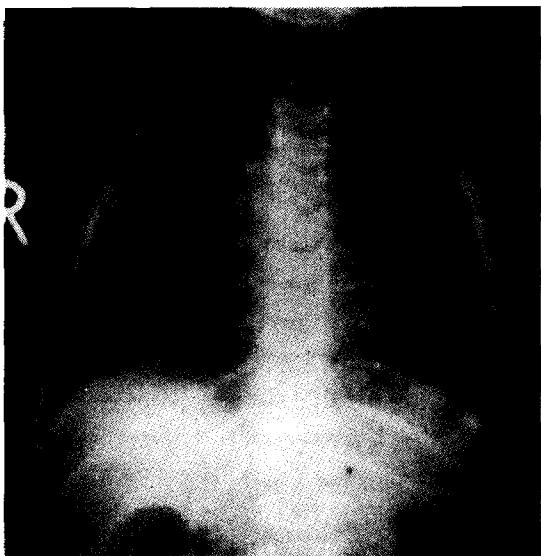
Chest roentgenogram at 9 months after discharge
